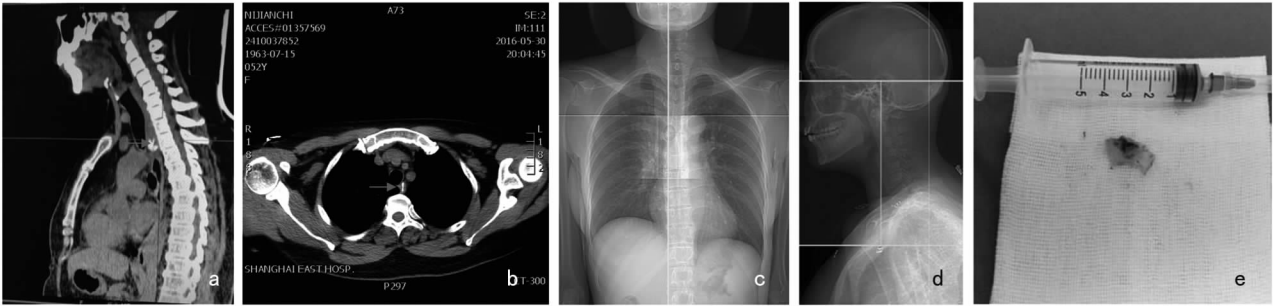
典型病例影像学检查及实物 a:三维成像矢状位;b:CT 轴位见食道异物影;c、d:正侧位平片未见异物影,胸廓入口的非金属异物因为胸锁叠影难以成像;e:硬管食管镜取出异物,呈现刀片样鱼骨,2.0 cm×1.0 cm
